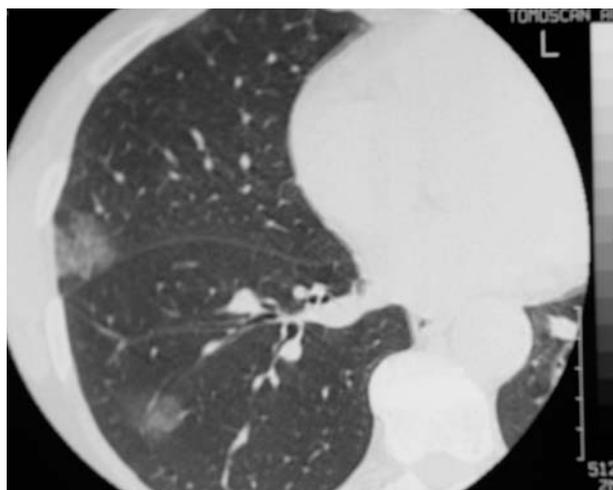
Tomografía axial computarizada de tórax: imágenes parcheadas bilaterales y seudonodulares.
